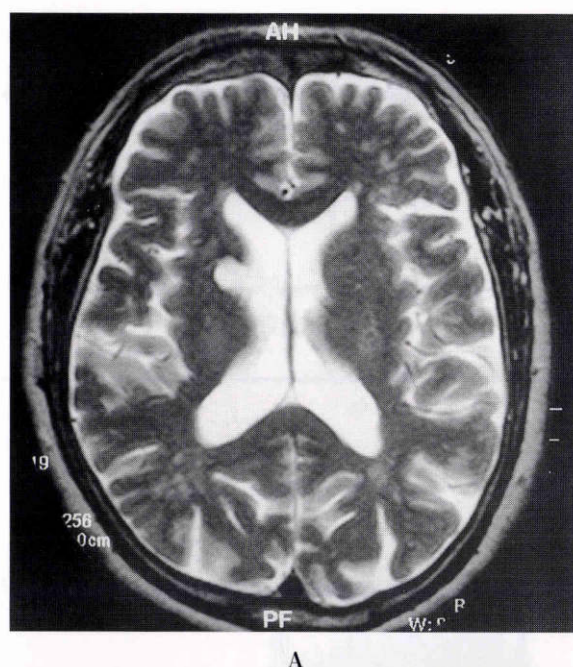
症例 3 の頭部 MRI, SPECT.
